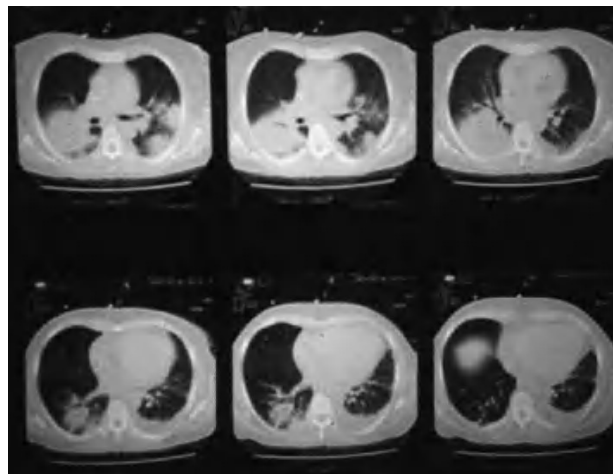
Tomografía axial computada de tórax.
